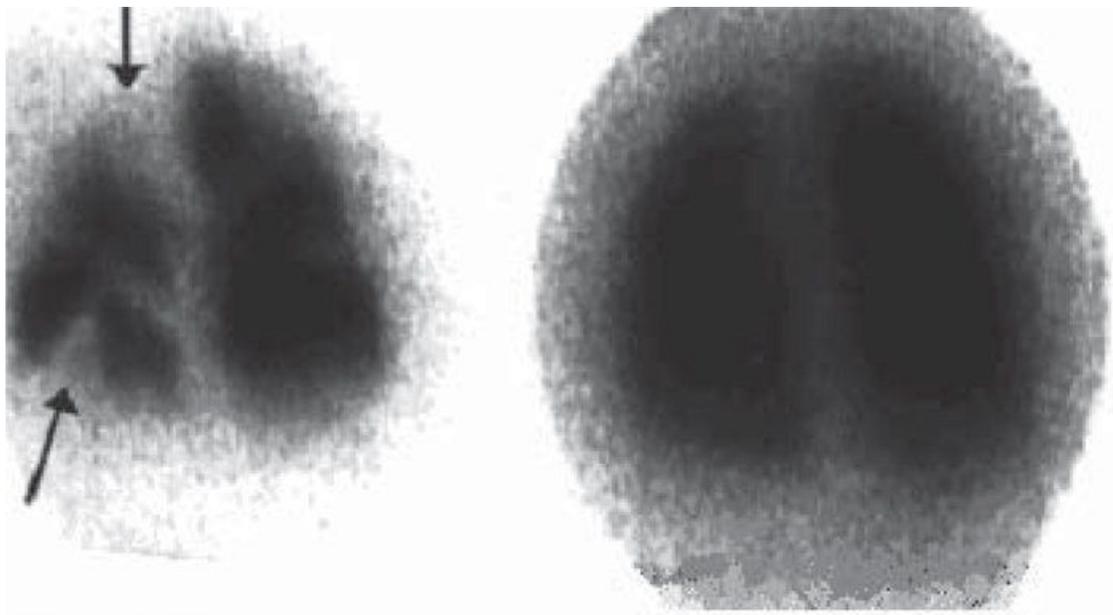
Перфузионная и вентиляционная сцинтиграммы. Многочисленные рассеянные сегментальные и подсегментарные (стрелки) дефекты перфузии при нормальной вентиляции
